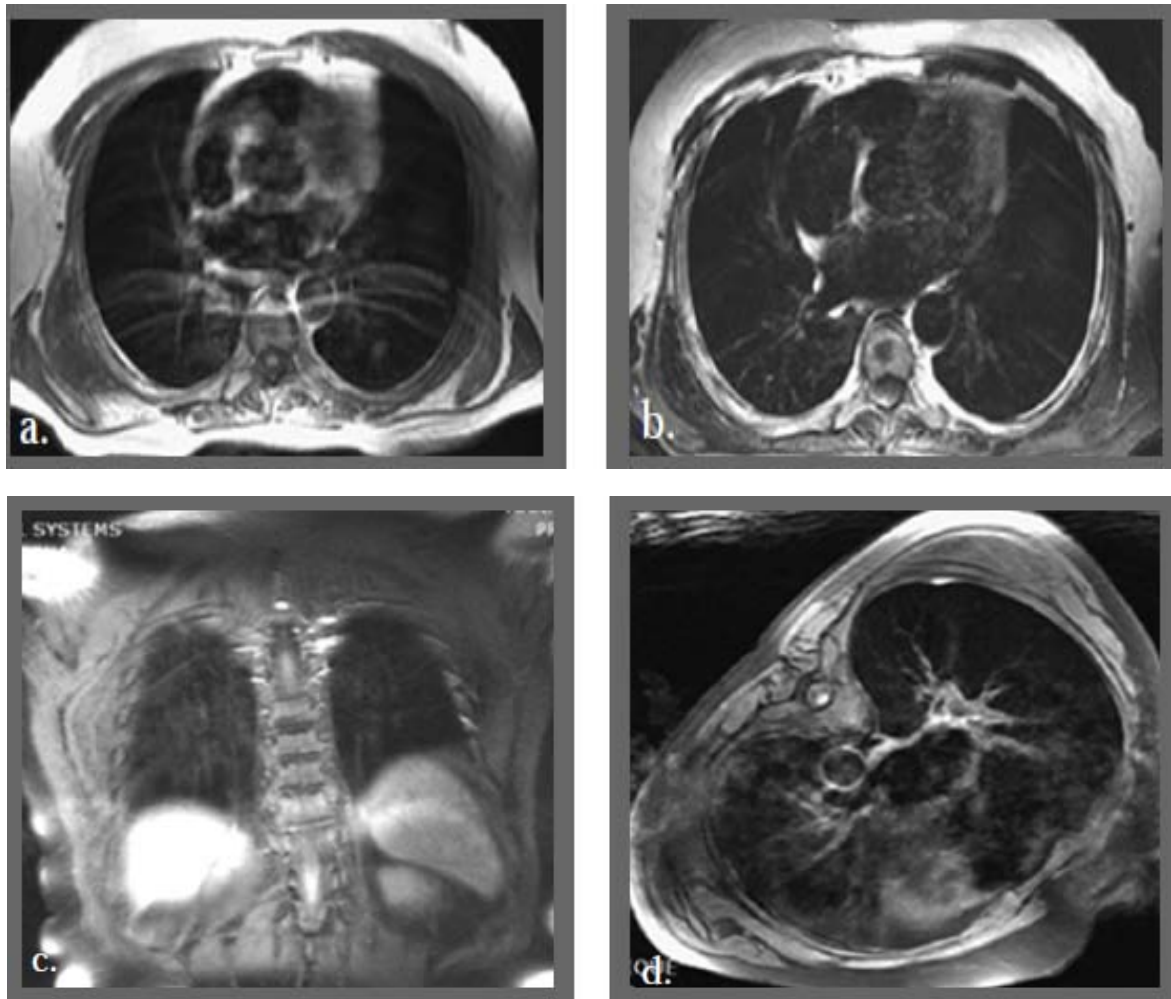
IRM thoracique : masses bilatérales plus volumineuse à droite situées au versant postéro latéral de la cage thoracique.
